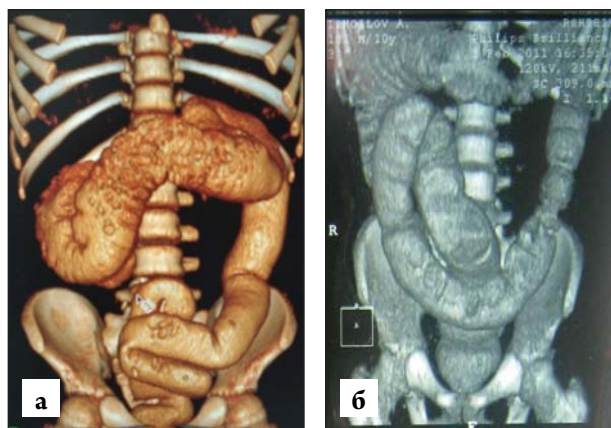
МСКТ – контрастная колонография (а), 3D реконструкция (б). Долихосигма
